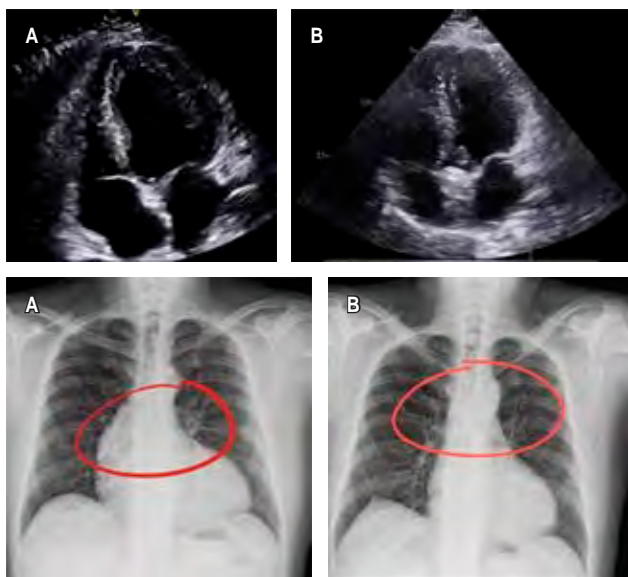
A) Ecocardiografía y radiografía de tórax inicial que muestra dilatación de aorta. B) Ecocardiografía y radiografía de tórax posterior a intervención quirúrgica.
